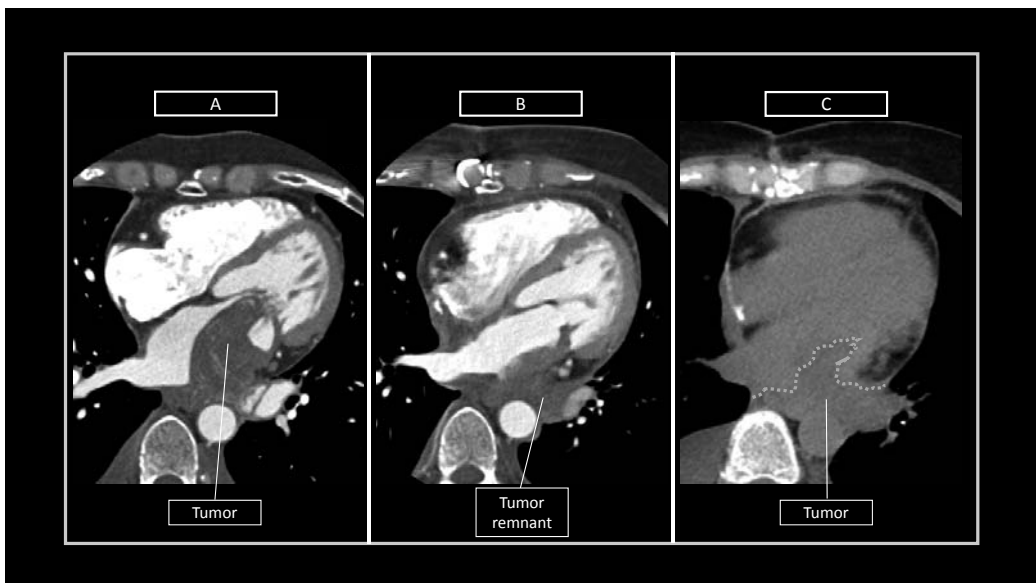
Computed tomograms
